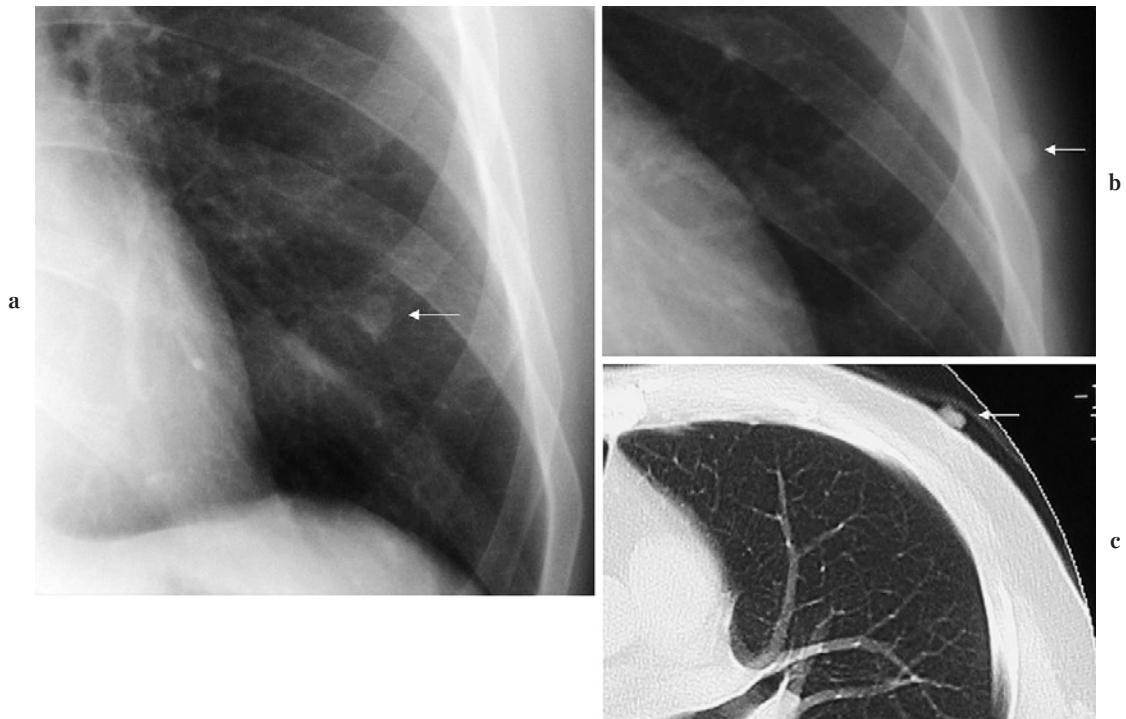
Nipple. (a) Postero-anterior (P-A) view (arrow). (b) Nipple is observed in the right anterior oblique (RAO) view (arrow). (c) CT.
